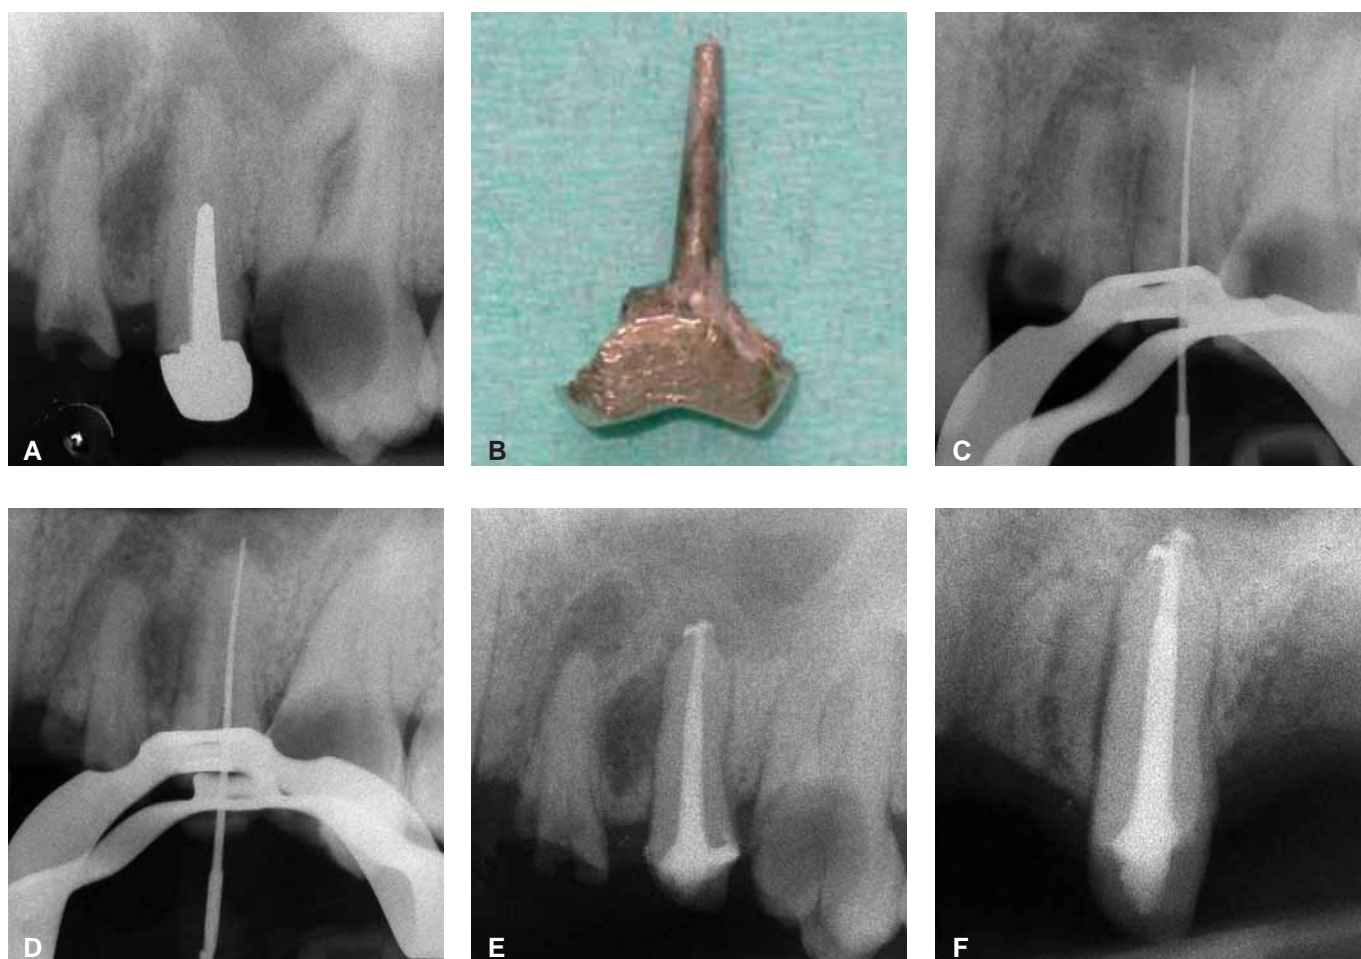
Rx preoperatoria di un secondo premolare superiore con un perno moncone in oro cementato nel canale palatino (a). Il perno moncone è stato rimosso vibrandolo con una punta ad ultrasuoni disgregando così il cemento (b). Radiografia intraoperatoria con i file alla lunghezza di lavoro (c, d). Rx dell'otturazione canalare completata nella stessa seduta (e). Rx di controllo a 6 mesi che mostra la progressiva guarigione della lesione (f).
